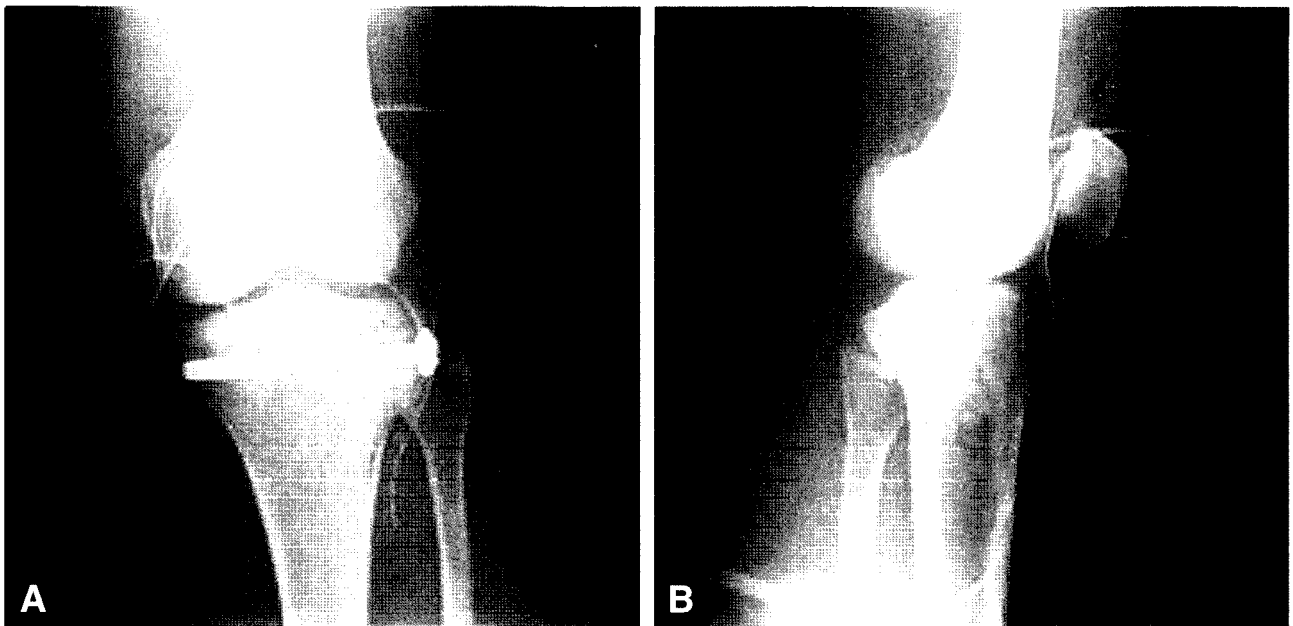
Postoperative radiographic findings. (A) Radiographic view of the fracture reduced and maintained by cannulated screw. (B) Lateral radiographic showing complete reducing.
